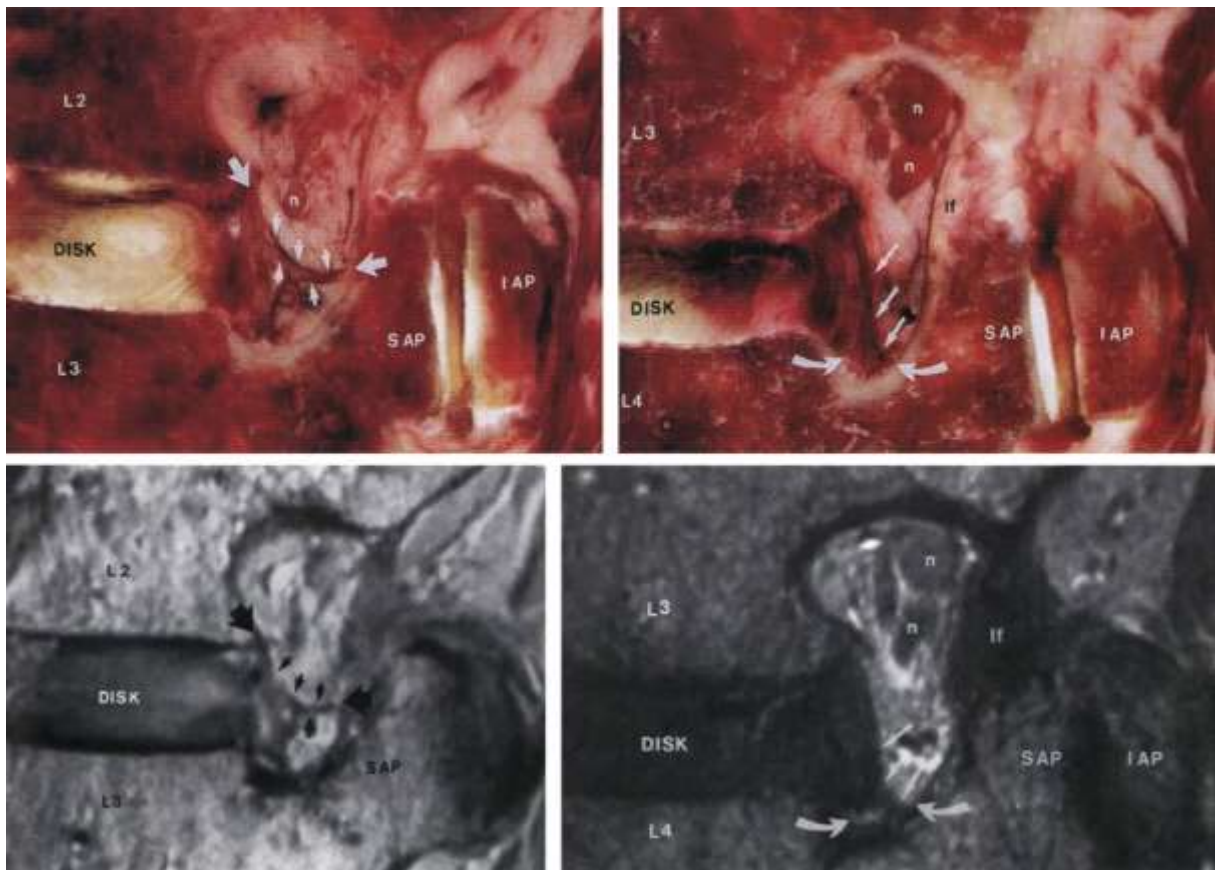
IRM réalisée sur des coupes cadavériques de foramens intervertébraux
